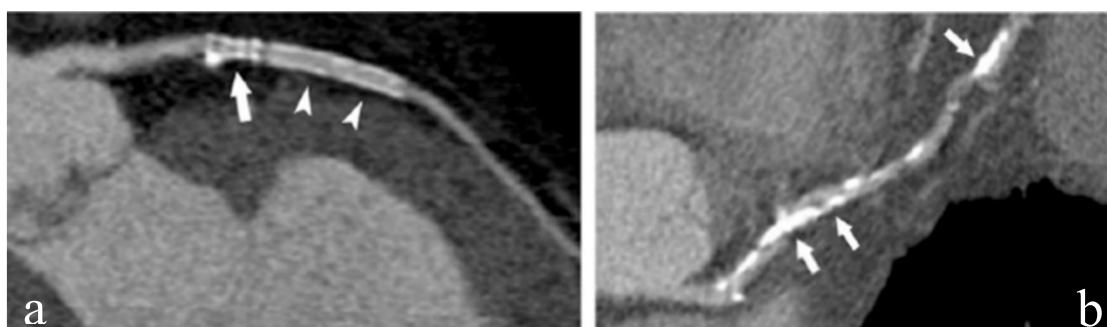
Artefatti dell'angiografia coronarica TC su immagini CPR dell'arteria discendente anteriore sinistra. L'immagine a mostra un paziente con storia di più stent coronarici. Sono visibili due stent, quello prossimale è altamente attenuante (freccia) e impedisce la visualizzazione del lume, mentre lo stent distale mostra una migliore visibilità luminale (punte di freccia). L'immagine b mostra un paziente con estese calcificazioni che impediscono la valutazione luminale (freccie) - Tratto da [28].
